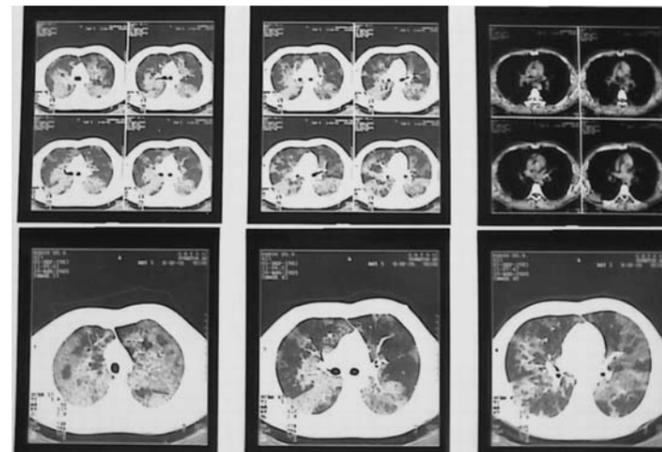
Компьютерная томография легких. Усиление и мелкоочаговая деформация легочного рисунка со снижением прозрачности легочных полей по типу «матового стекла».
